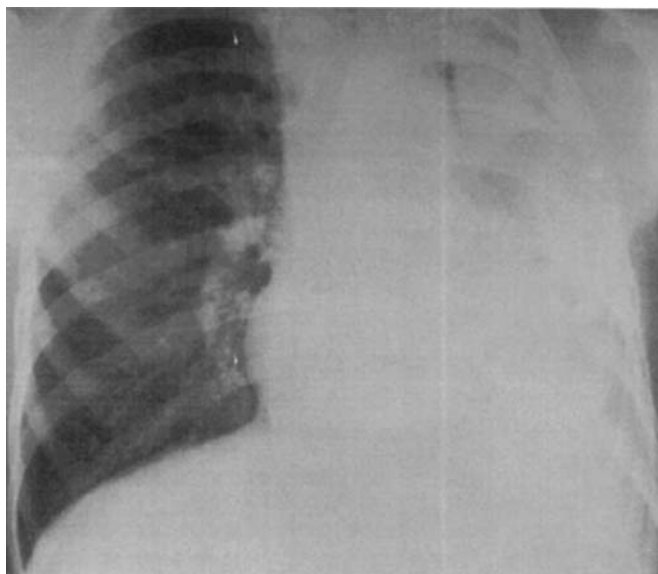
Рентгенограма грудної клітки хворого Г. до операції
